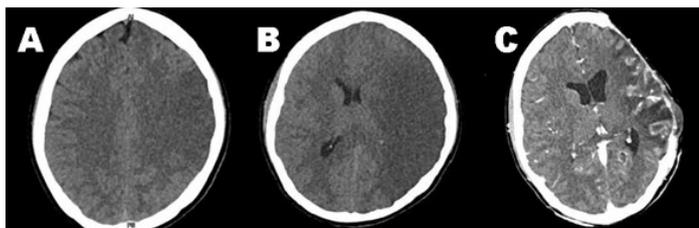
Evolución de la tomografía de cráneo:
